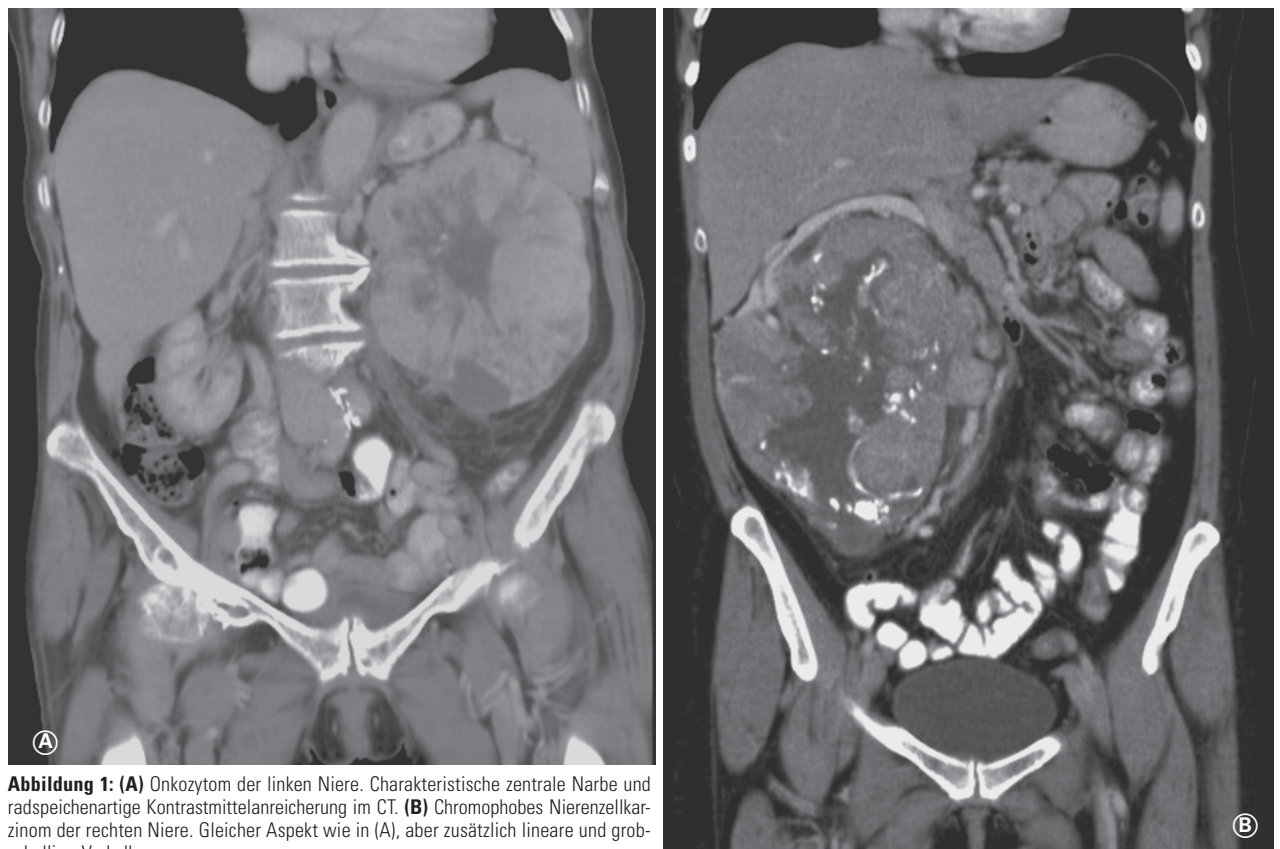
(A) Onkozytom der linken Niere. Charakteristische zentrale Narbe und radspeichenartige Kontrastmittelanreicherung im CT. (B) Chromophobes Nierenzellkarzinom der rechten Niere. Gleicher Aspekt wie in (A), aber zusätzlich lineare und grobschollige Verkalkungen.
